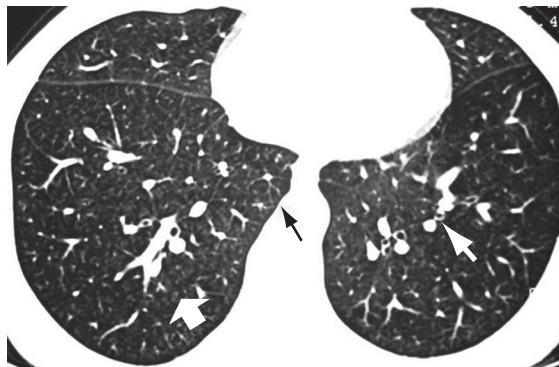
Tomografia de tórax evidenciando espessamento septal (seta preta), relação artéria: brônquio > 1 (seta branca estreita) e micronódulos difusos (seta branca larga).
